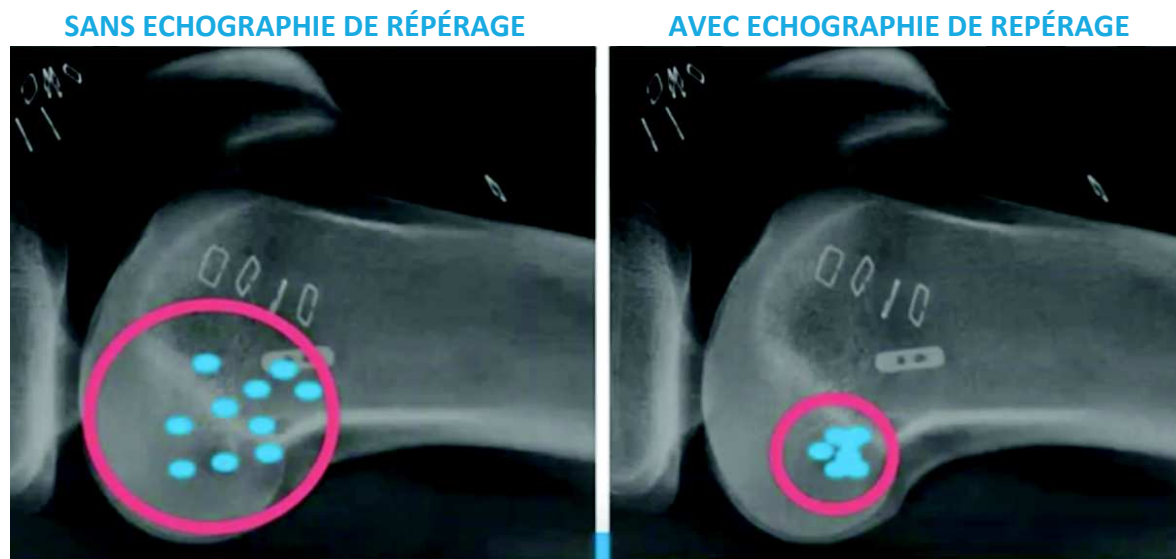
Étude comparative de Cavaignac et al[135], montrant une amélioration significative de la précision de l'insertion fémorale de leur PAL apportée par un repérage échographique préalable de l'épicondyle latéral.
